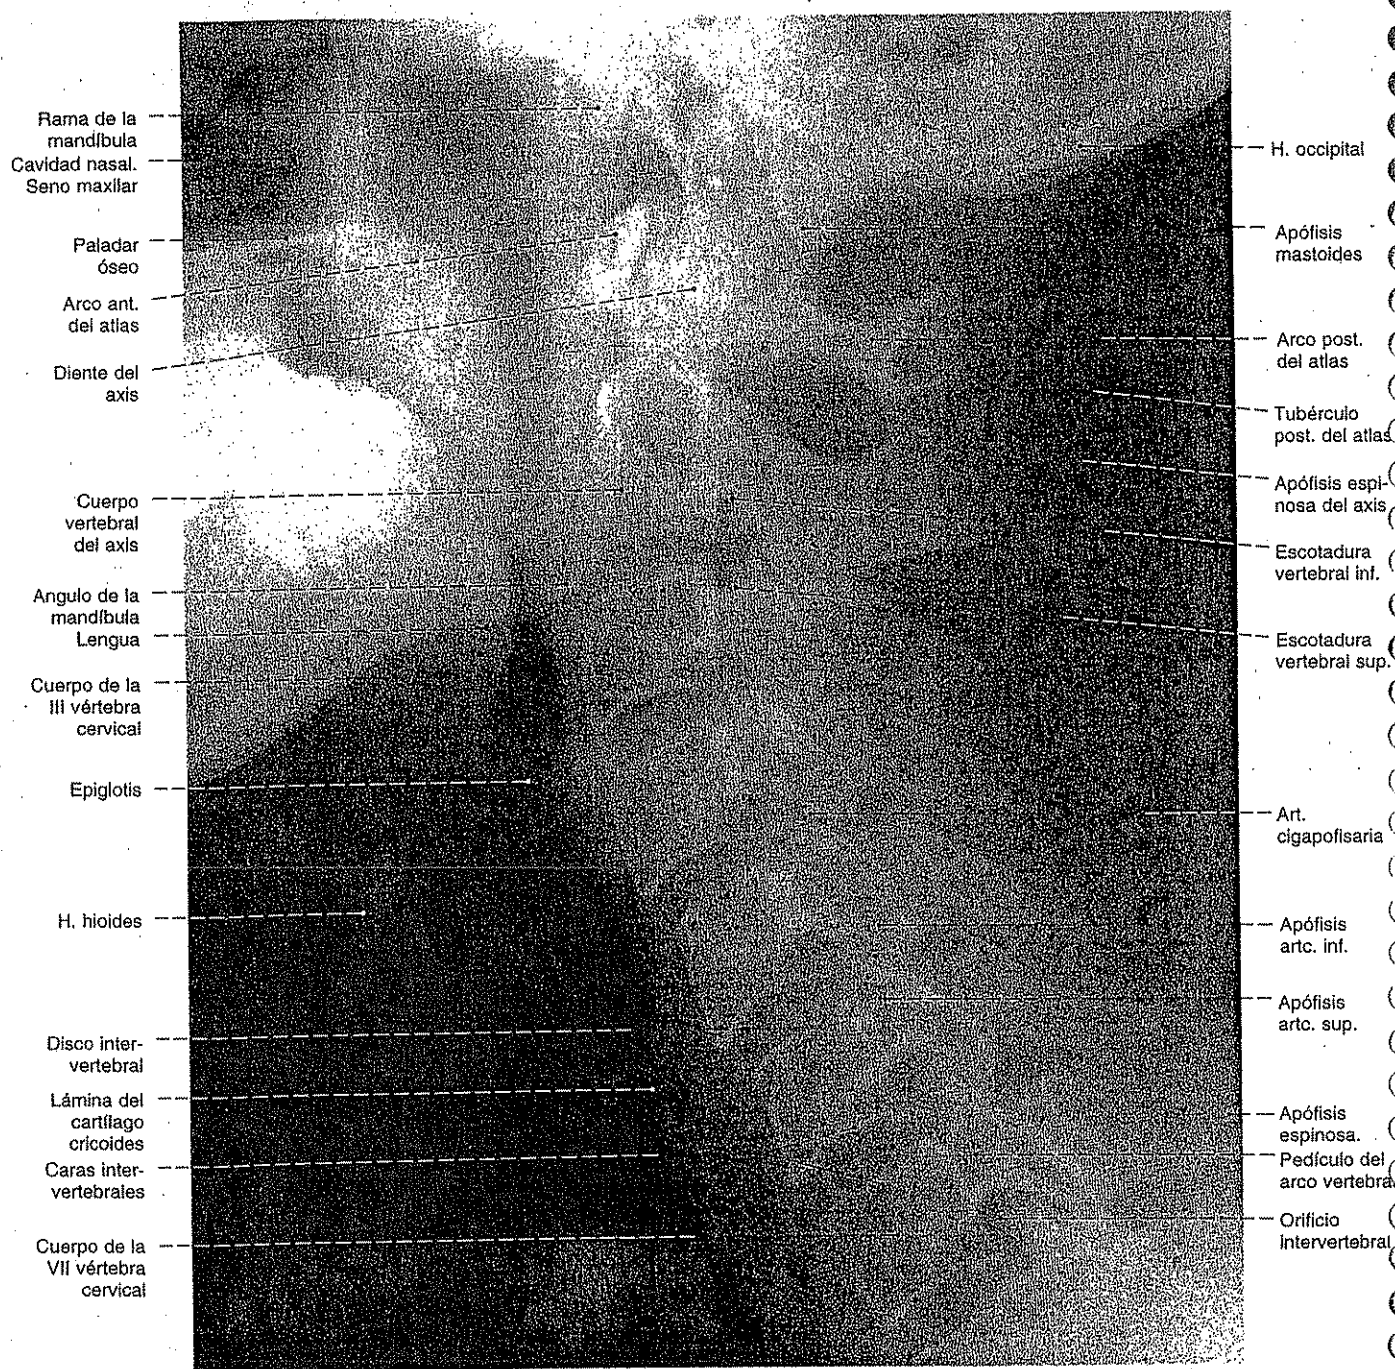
Radiografía lateral de la columna cervical; posición: bipedestación; radiación central dirigida a la 3ª vértebra cervical; hombros caídos.
